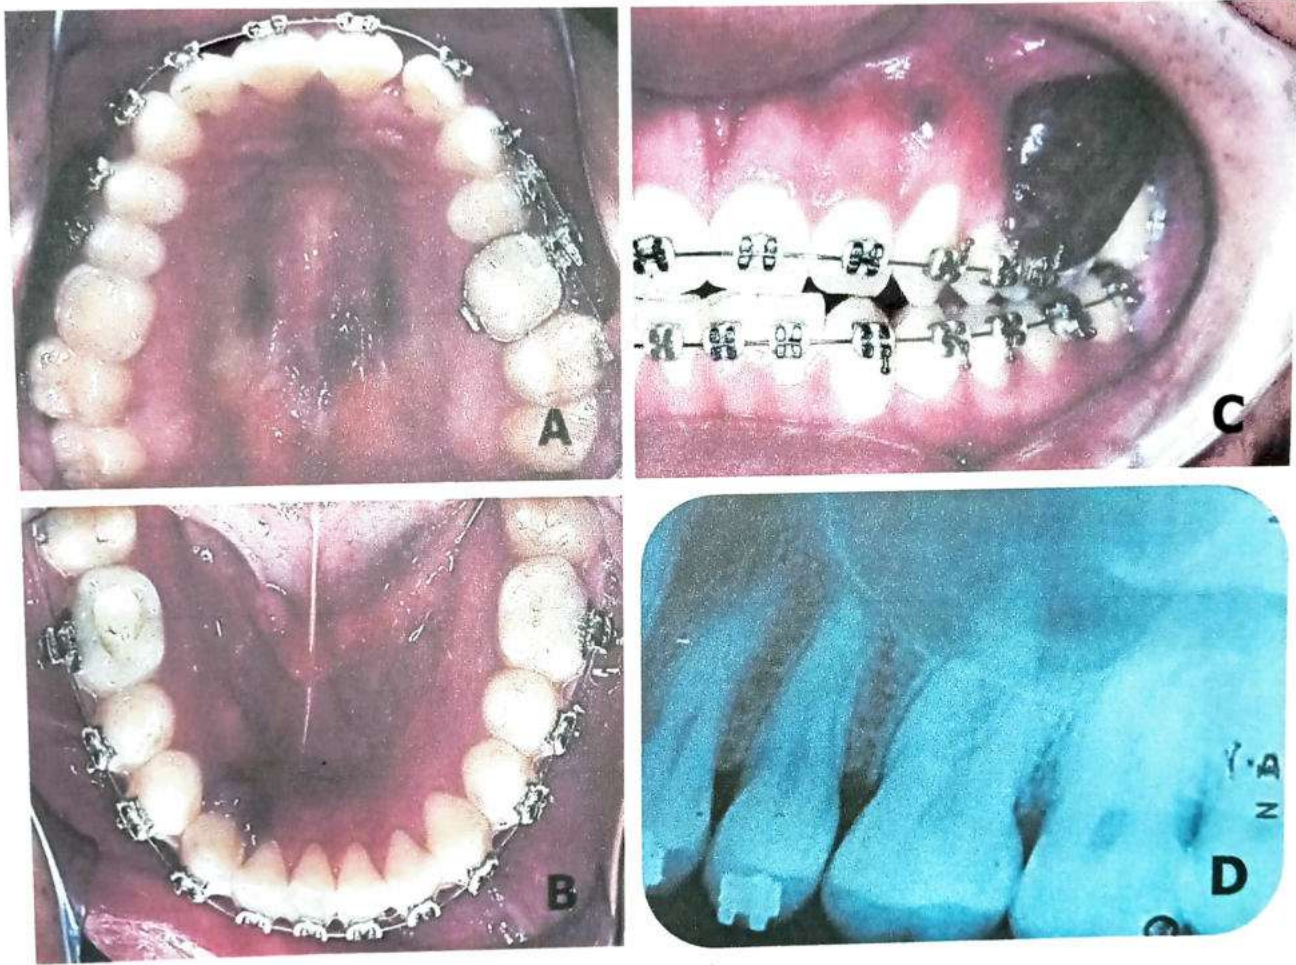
Exploración intraoral. A, B, C) lesiones rojo-violáceas, localizadas en encía vestibular de maxilar y paladar duro, así como encía lingual a nivel de canino. D) Radiografía dento-alveolares, sin evidencia de infiltración por la neoplasia a nivel de OD 25-27. Fuente directa.
